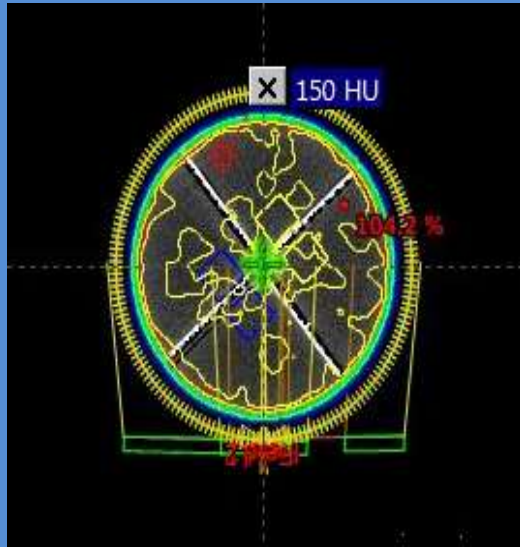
D4 realer CT-Scan
